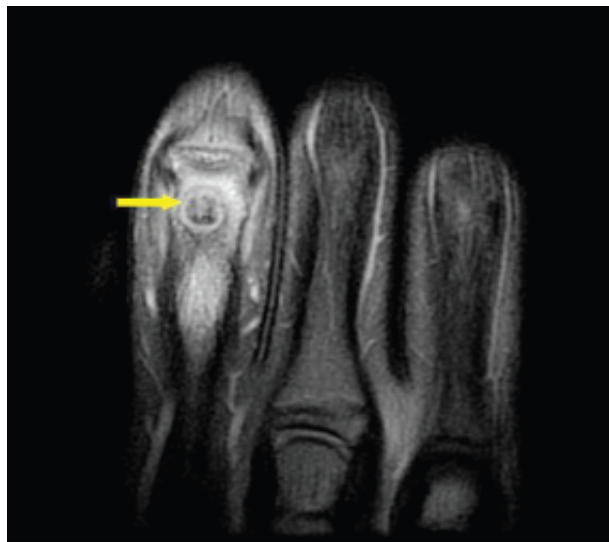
Osteoma osteoide. RM de pé mostrando lesão nodular apresentando *nidus* e edema adjacente no primeiro metacarpo (*seta*).
